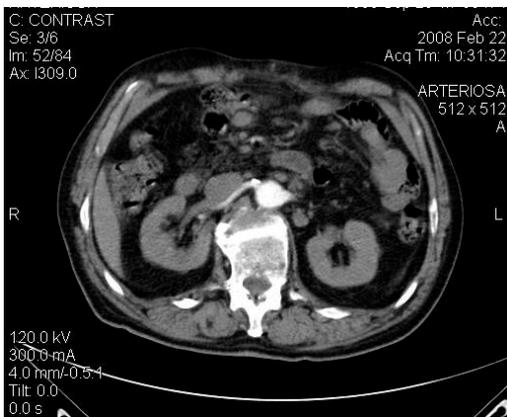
(caso 1) - TC addome mostra linfonodi tumefatti lomboaortici
